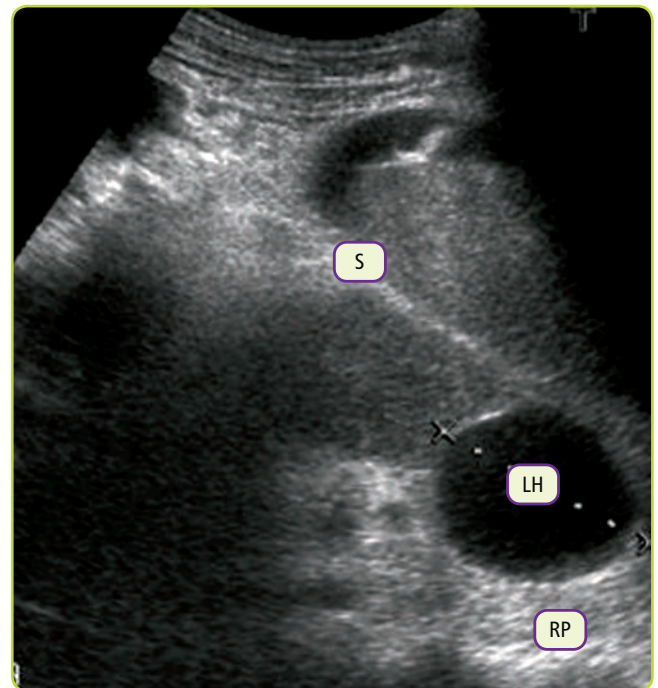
Ecografía de pseudoquiste pancreático que muestra dicho fenómeno. LH: Líquido homogéneo (pseudoquiste). S: Tejido sólido rodeando al tejido líquido (parénquima pancreático). RP: Refuerzo posterior (hiperecoico).
